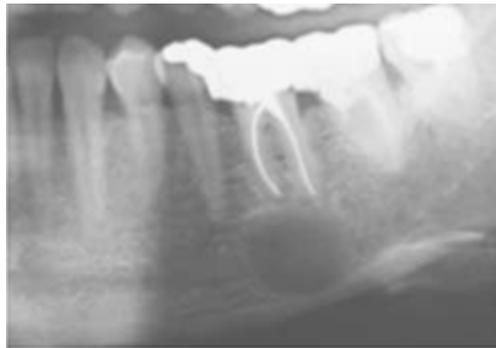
Radiographie d'un kyste inflammatoire sur 36 (20)
